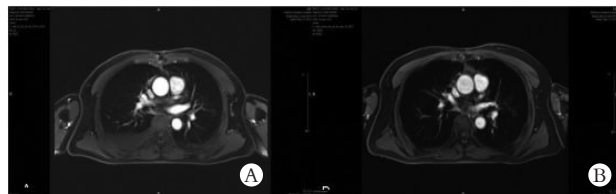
患者术后1个月放疗前、术后3个月放疗后MRI
